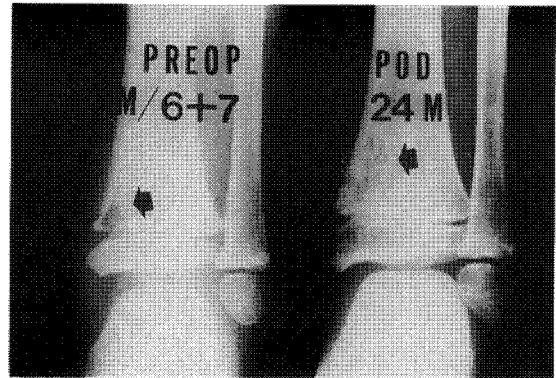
The initial roentgenogram of 6 years and 7 months old male shows type 2 subacute osteomyelitis of the distal tibia. Radiograph of postoperation 2 years shows remnant of lesion on the more proximal portion comparing with initial film.
